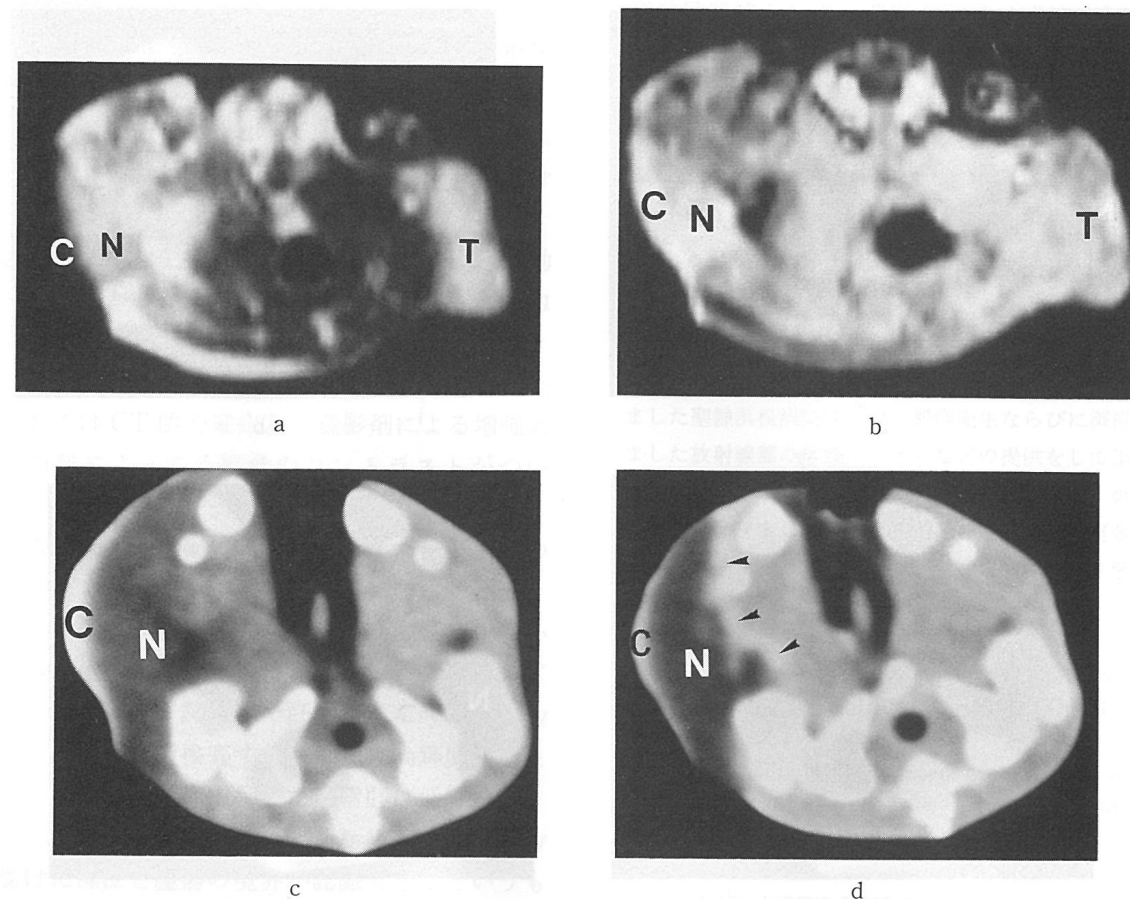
MRI and CT images 2 days after cryosurgery are shown. (a) The cryonecrosis (N) had high intensity on the SE (1,500/90) image. (b) The necrotic portion showed isointensity on the IR (1,200/400) image. (c) The cryonecrosis (N) was slightly low in density on the plain CT. But it is difficult to make a definite border between the cryonecrosis and surrounding tissues. (d) The cryonecrosis (N) was hypodensity and it was well delineated because the inner part of inflammation appeared as a band-like high density on the postcontrast CT image. N; cryonecrosis, T; tumor, C; coagulated necrosis, arrow head; inflammatory tissue
